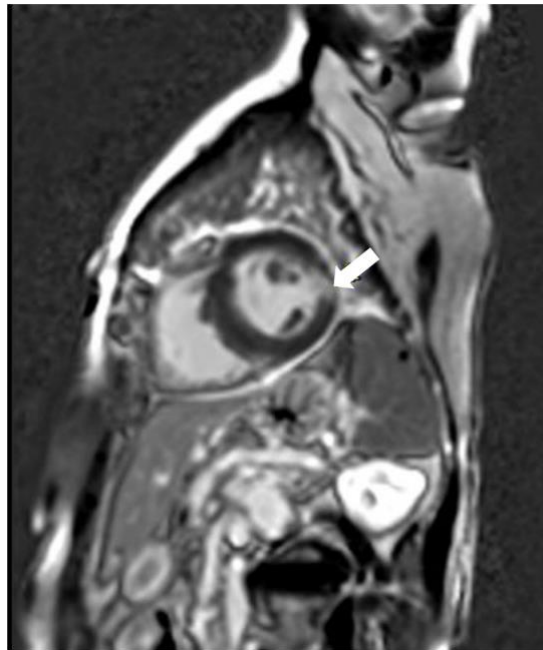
Cardiac MRI delayed enhanced imaging showing the presence of subendocardial MI of the inferolateromedian to inferodistal (white arrow). MRI : Magnetic resonance imaging; MI : Myocardial infarction.
